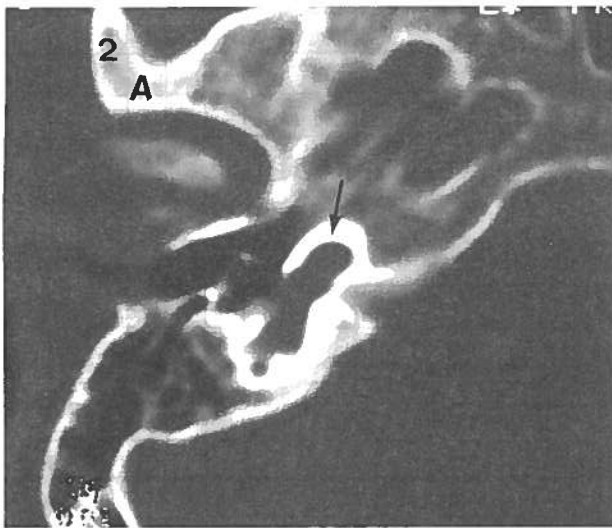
Aplasia unilateral (OE) de tipo Mondini. TC no plano axial. A) Plano inferior: há espira basal constituída e cavidade única columelar (seta). B) Plano superior: há hipoplasia dos canais semicirculares. Ausência de aqueduto vestibular.
